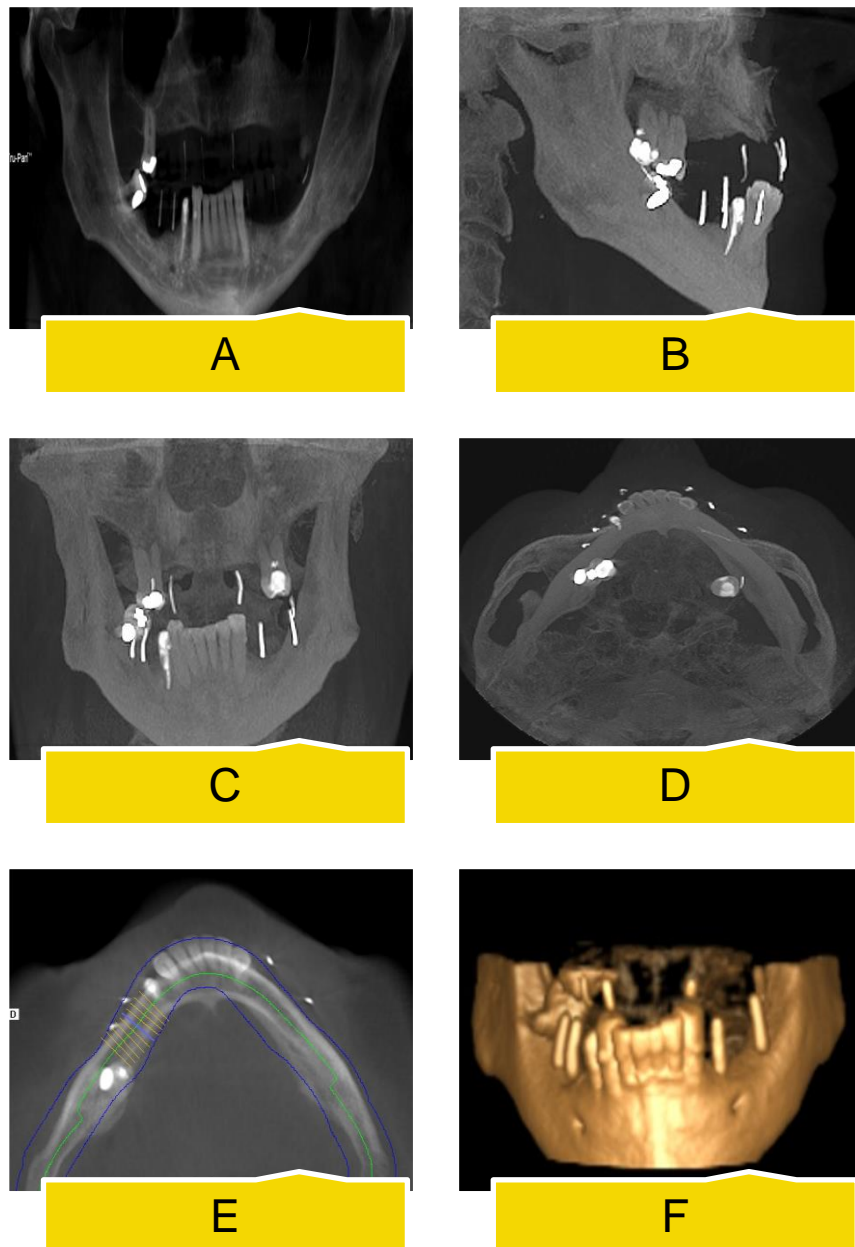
Visualização do CBCT em iVision: A, Panorâmica. B, Plano Sagital. C, Plano frontal . D, Plano axial. E, Plano axial mandibular. F, Reconstituição 3D
